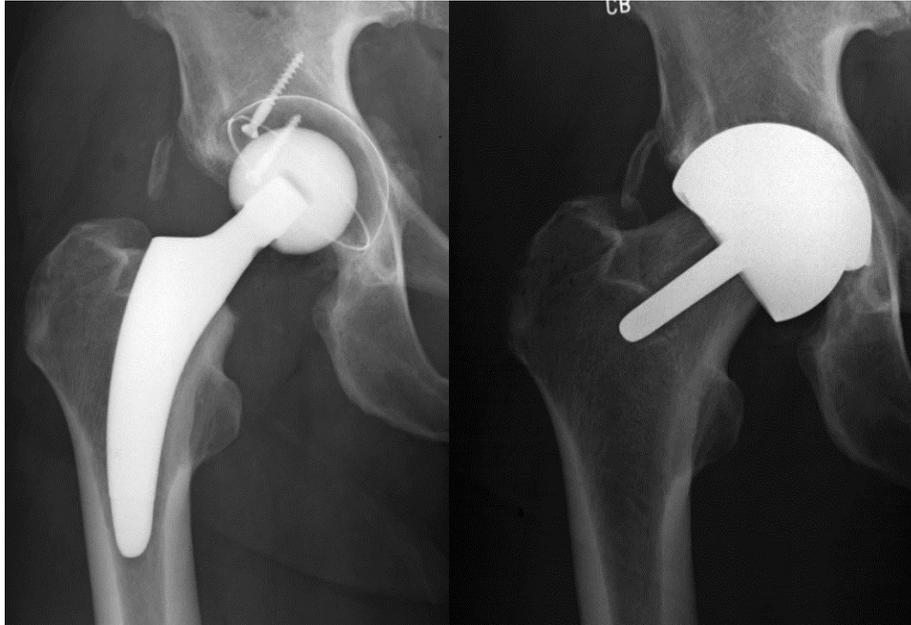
Röntgenbild eines Hüftgelenks mit Kurzschaftprothese (linke Abbildung). Röntgenbild eines Hüftgelenks mit Oberflächenersatz (rechte Abbildung)
